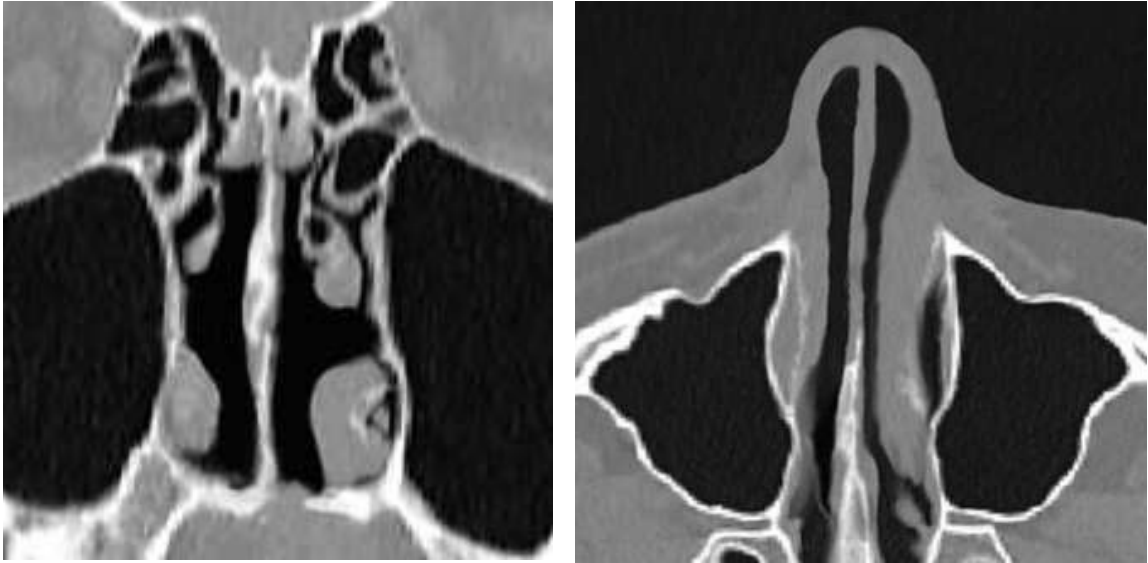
Контрольная МСКТ пациента Ф., спустя 6 месяцев после хирургического лечения.
